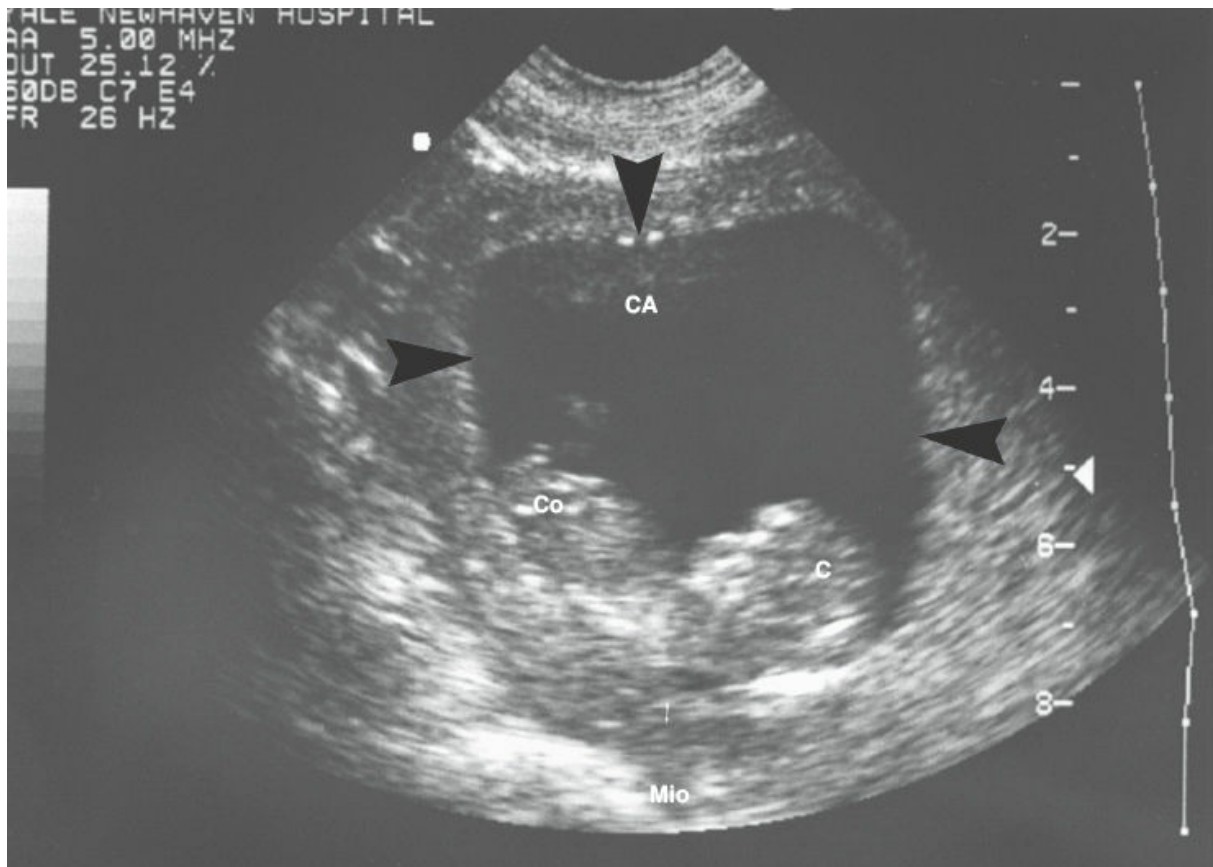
Ecografía longitudinal de un útero gestante a las 11 semanas que muestra el saco gestacional intrauterino (*puntas de flecha negras*) y la cavidad amniótica (CA) llena de líquido amniótico. El feto se ve en sección longitudinal (sagital) con la cabeza (C) y el cóccix (Co) bien delimitados. Se identifica el miometrio (Mio) (cortesía de: L. Scoutt).
